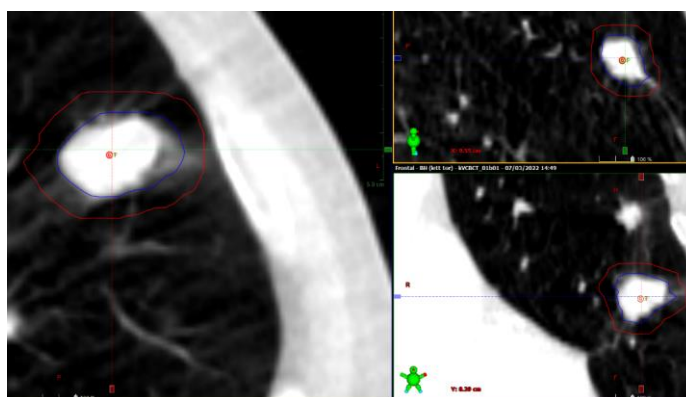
Lesione nel PTV nella CBCT 1
